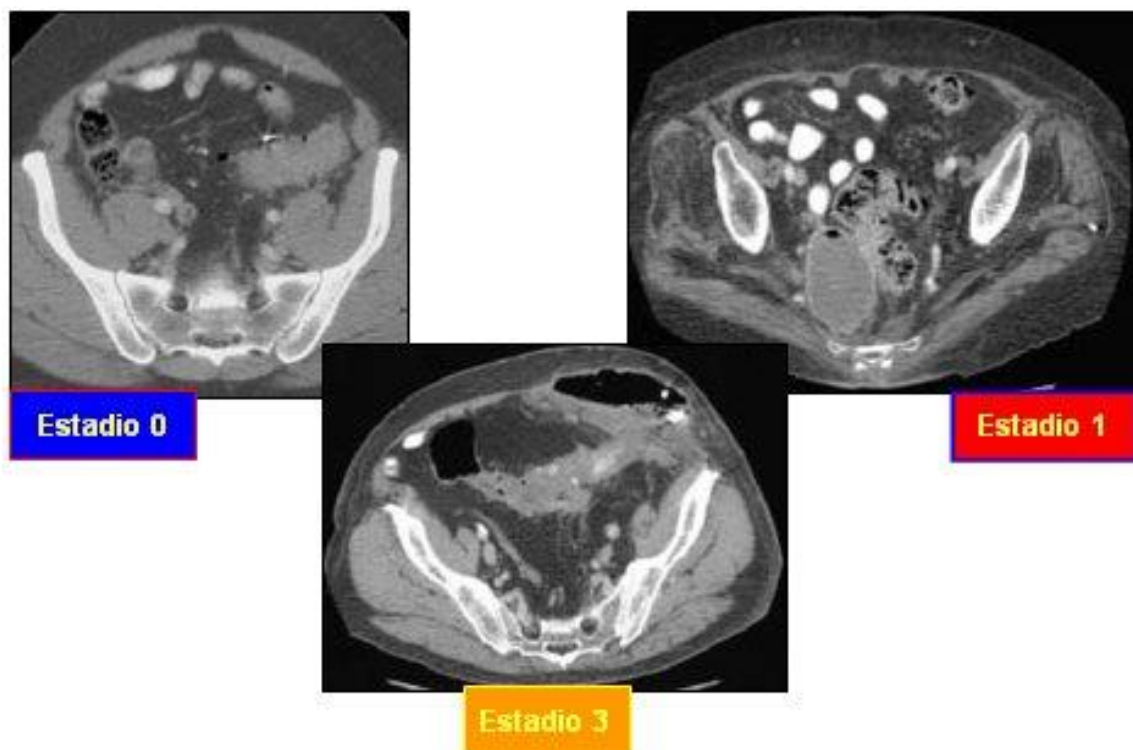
Tomografía axial computada en enfermedad diverticular
